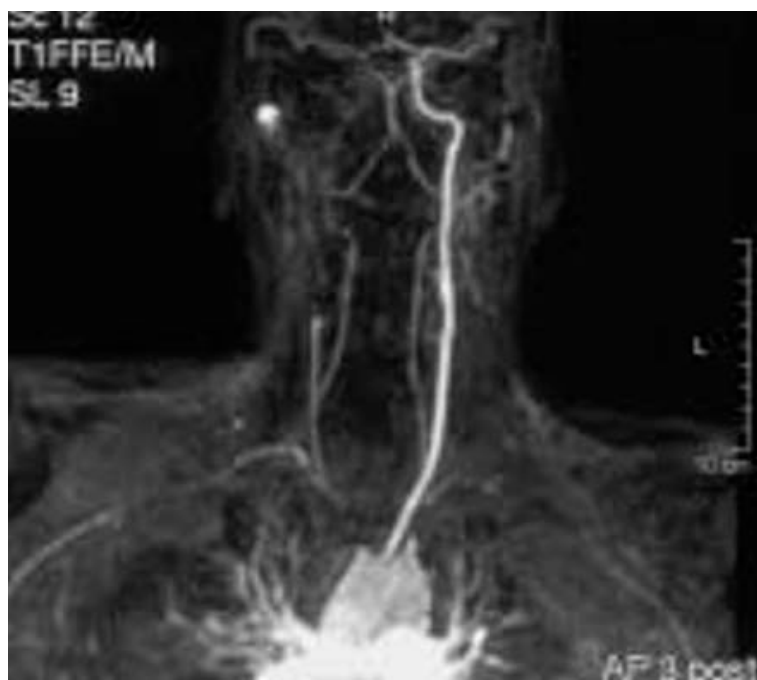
Angio-IRM des troncs supra-aortiques : occlusion du tronc artériel brachio-céphalique et de l'artère carotide sous-clavière gauche [75].
